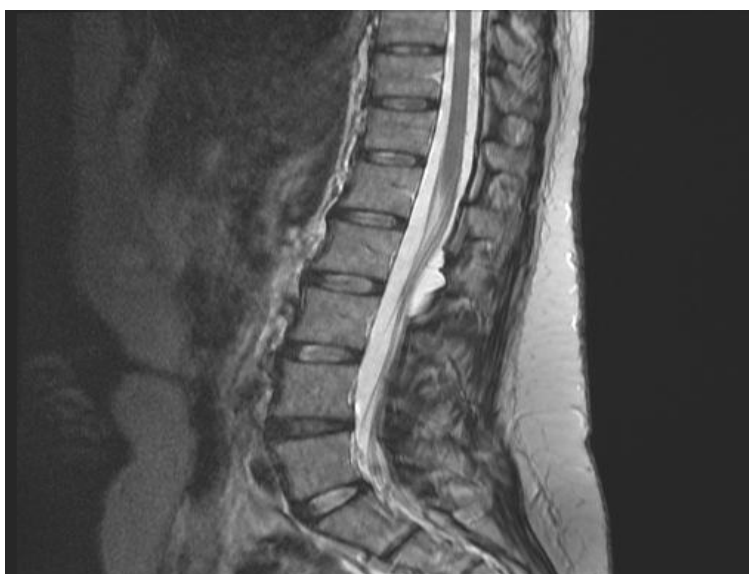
RMN lombo-sacral a coloanei vertebrale în incidentă sagitală, Chist Tarlov la nivel L2-L3;
